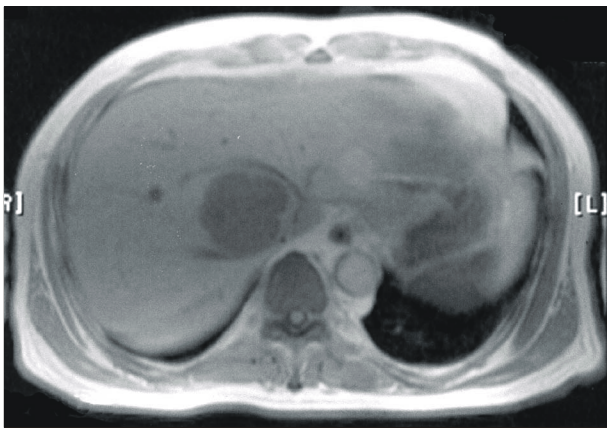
Enhanced T1 weighted MR image shows 5.6 cm sized, relative well-encapsulated, hypervascular mass on right lobe of liver.
